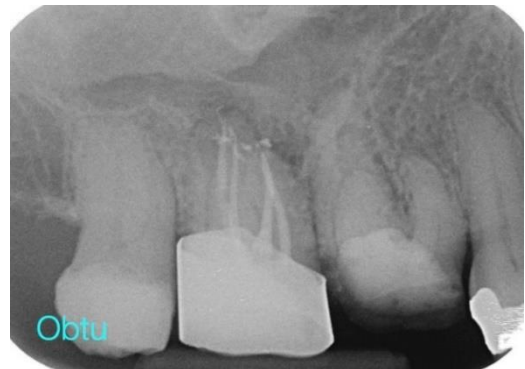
radiographie post-opératoire.
